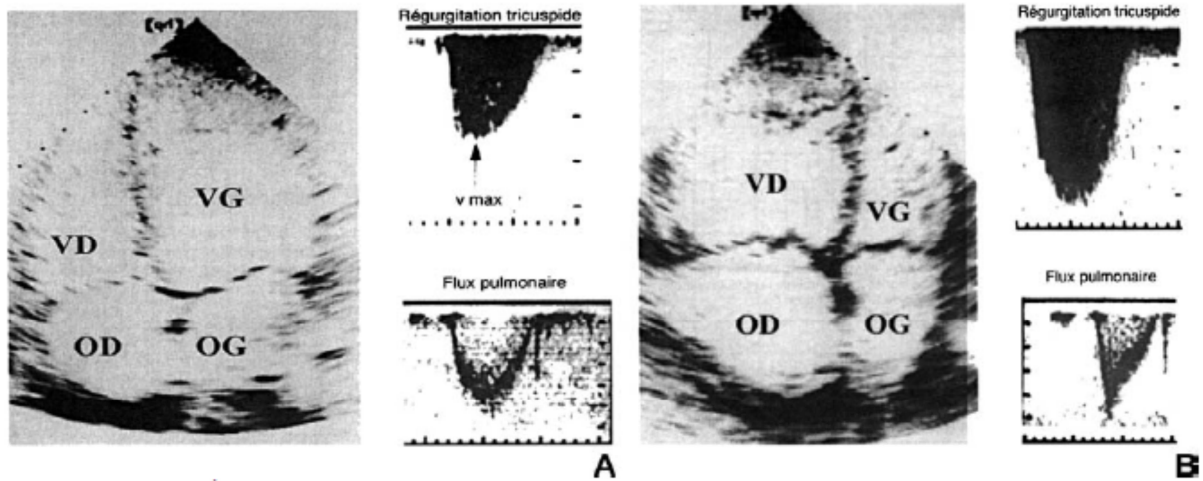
Échographie-Doppler cardiaque d'un ventricule droit normal (Fig. 26A), et d'un ventricule droit dilaté suite à une augmentation de sa post-charge (Fig. 26B). Noter la dilatation du VD refoulant le septum vers le VG, et la majoration du flux sanguin transtricuspidien témoin de l'HTAP. Noter l'augmentation du pic de vélocité systolique transtricuspidien, et l'apparition d'une encoche mésosystolique transpulmonaire. [77]
